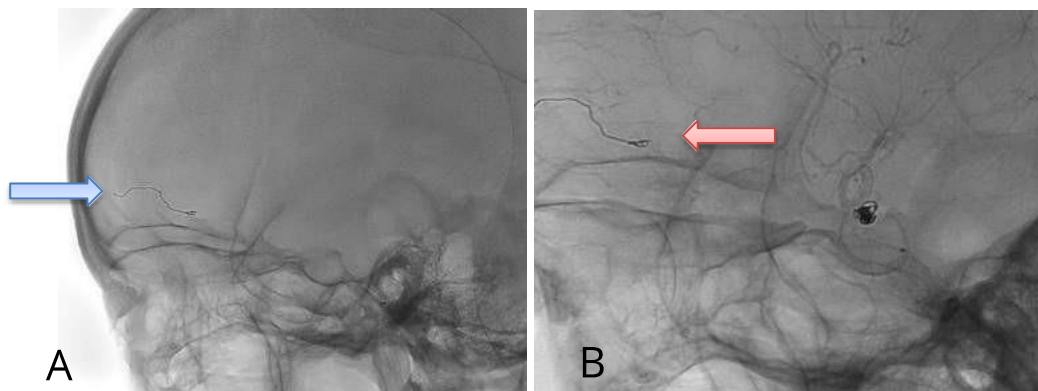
A. Tomografía de cráneo de control post primer tiempo de terapia endovascular; donde se evidencia desplazamiento del material de embolización (flecha
